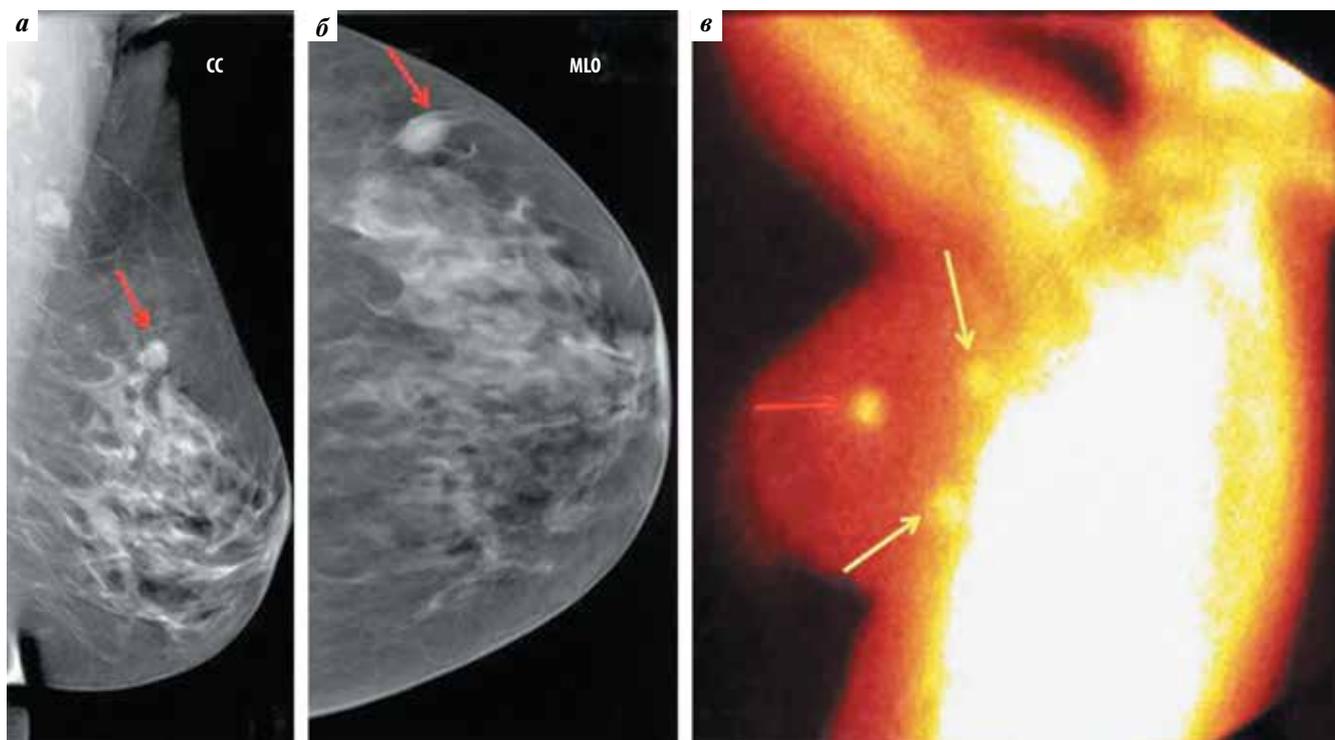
Маммограммы: а – медиолатеральная проекция (МЛО), б – краниокаудальная проекция (СС) и маммосцинтиграмма (в) 40-летней пациентки с пальпируемым очагом поражения левой молочной железы. На маммограммах в МЛО (а) и СС (б) проекциях в левой железе на фоне неоднородно плотной ткани железы (С-тип плотности молочной железы по АСР) в верхненаружном квадранте (красные стрелки) выявляется узловое образование с неровными нечеткими контурами размерами 20 × 18 мм, других узловых образований не выявлено. BI-RADS 5 – узловатая форма карциномы.
